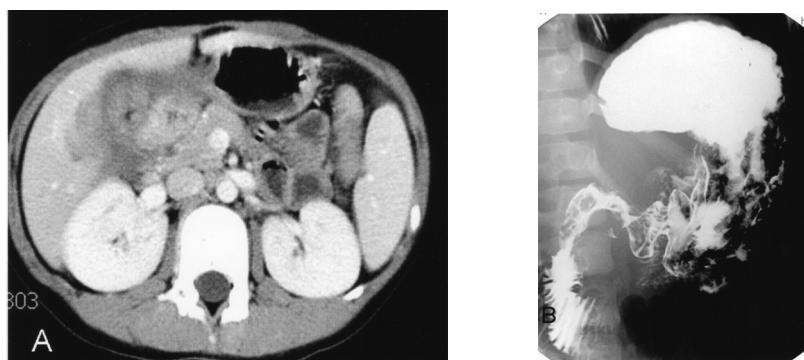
(A) abdominal CT scan showing ill defined mass surrounding antrum of stomach, duodenum, gall bladder, common hepatic duct, and porta hepatis with fluid collection
